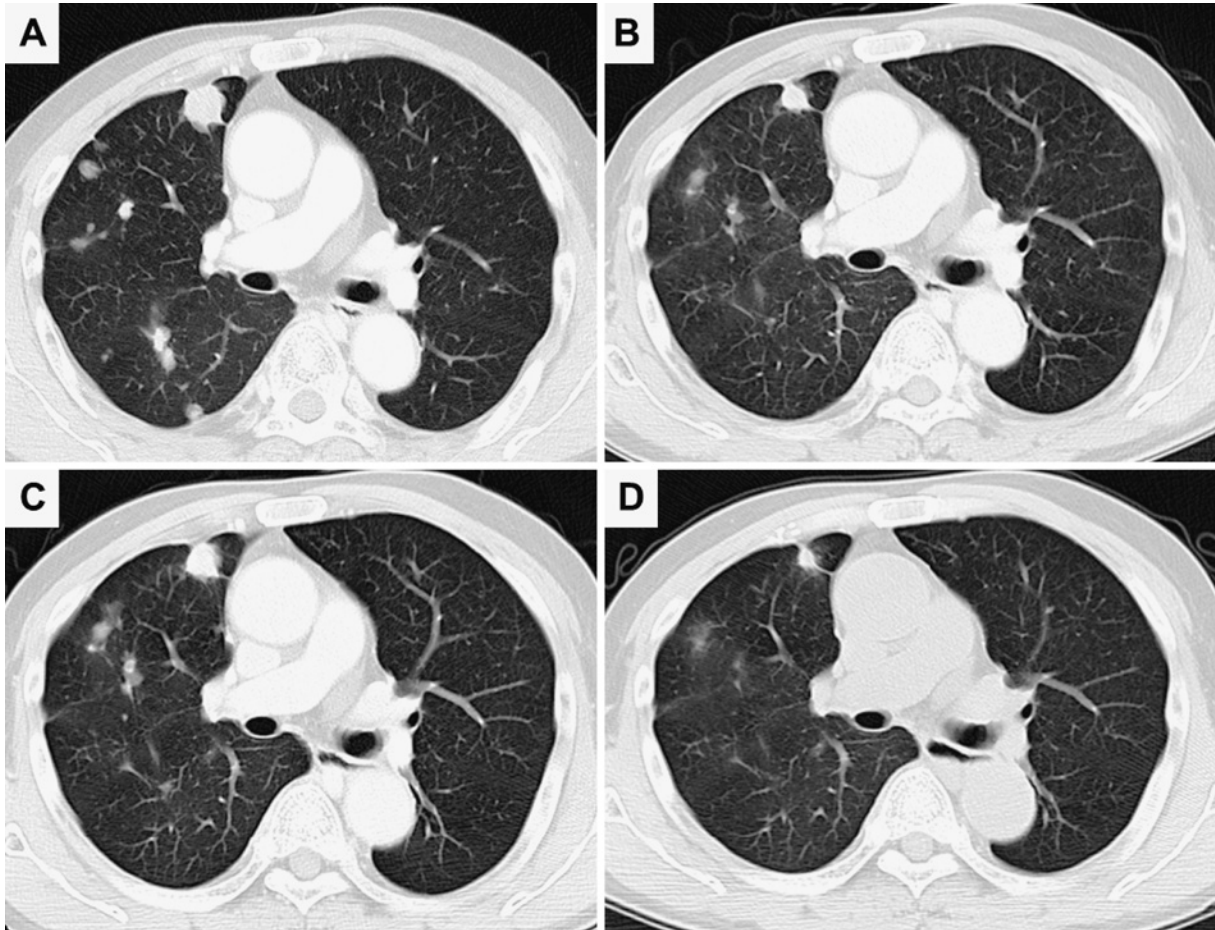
Chest computed tomography (CT) performed at the patient's first visit showed multiple nodules in contact with the interlobar and peripheral pleura in the right lung (A). These multiple nodules were found to have shrunk 19 days after the start of crizotinib (B), enlarged at 6 months after the discontinuation of crizotinib (C), and shrunk again at 2 months after the initiation of alectinib (D).
